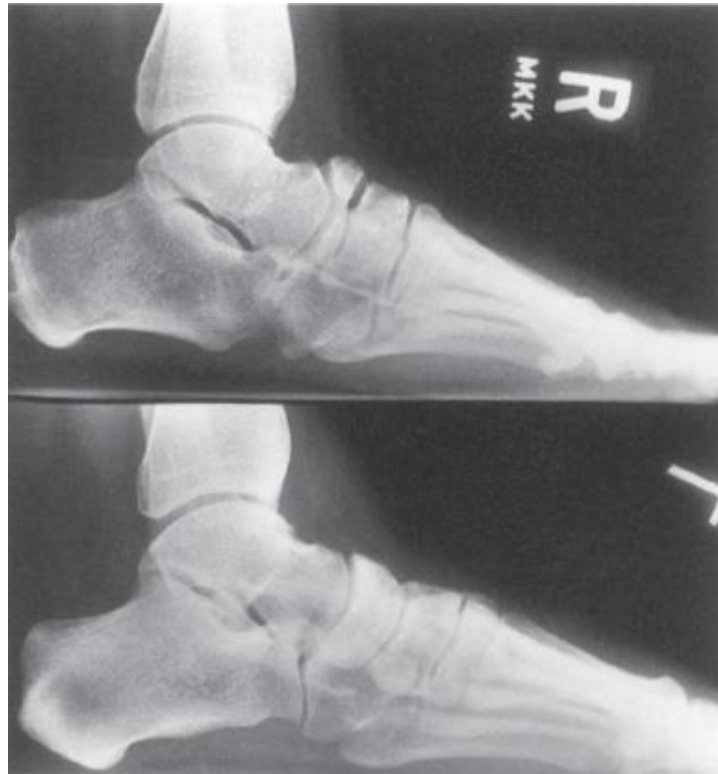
50G y 50H Radiografías con apoyo de ambos pies. La alineación de los huesos es normal. La articulación subastragalina en el pie derecho (G) es anormal.
